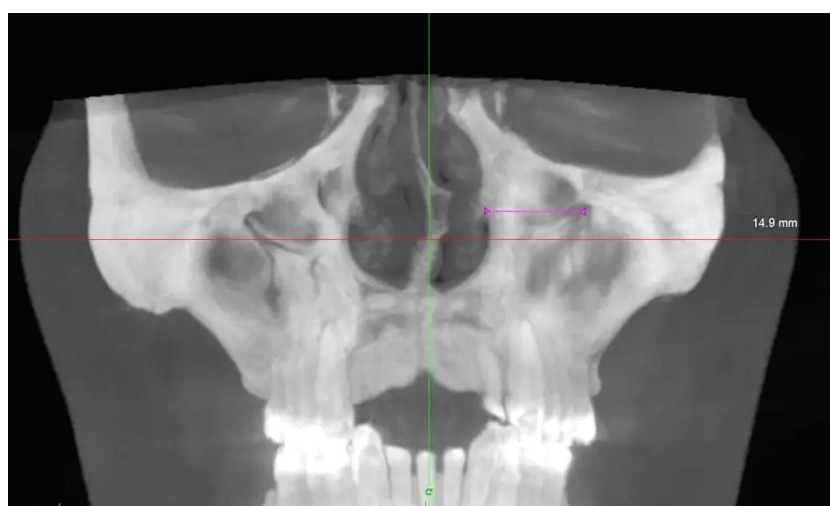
Измерение расстояния от центра подглазничного отверстия до носовой апертуры верхней челюсти на коронарном реформате конусно-лучевой компьютерной томограммы
